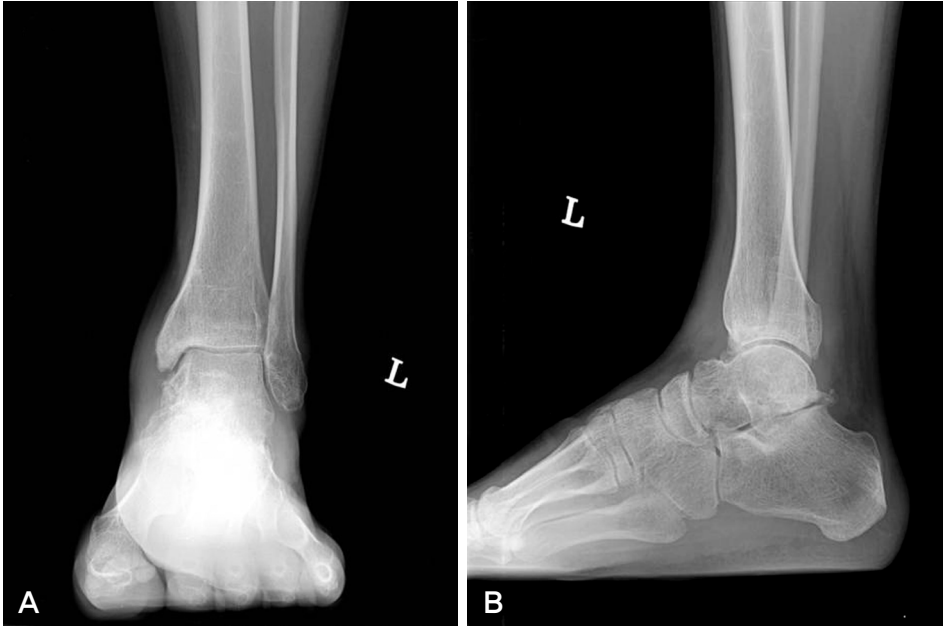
Postoperative plain radiographs taken 1 year 6 months after operation. Anteroposterior view (A) and lateral view (B) shows progressive mild arthritic changes but no findings of avascular necrosis of talar body.
